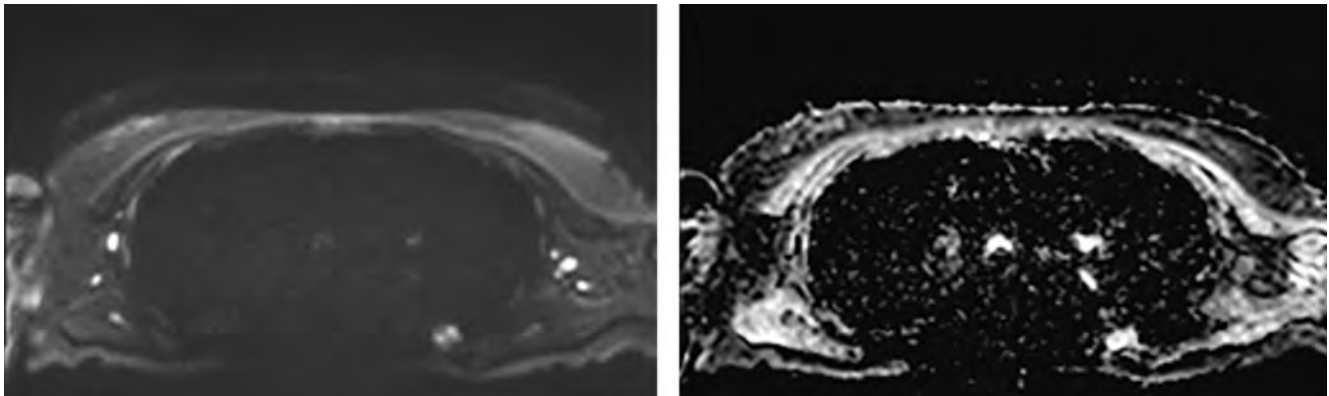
МРТ: а — ДВИ ($B = 800 \text{ с/мм}^2$); б — карта ИКД. Туберкулема S6 левого легкого III степени активности. Отмечается гиперинтенсивный сигнал на ДВИ и гипоинтенсивный на карте ИКД
